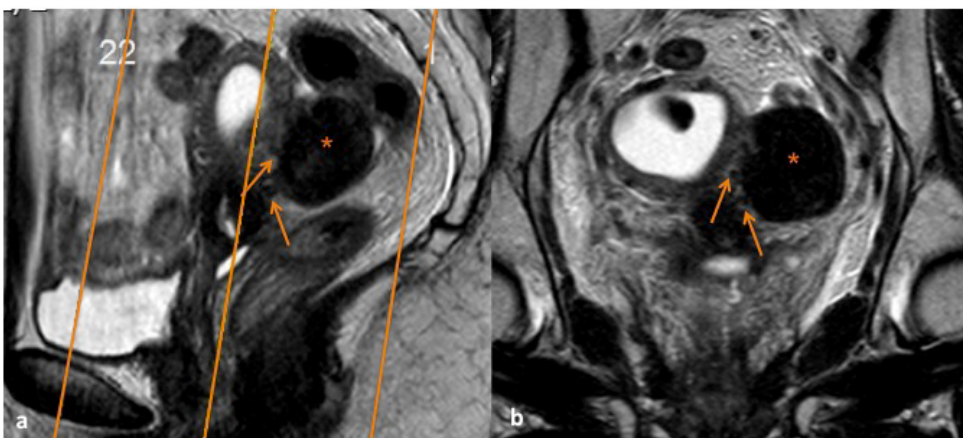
(a) Sagittal T2 de RM pélvica no qual é marcado o plano coronal do corpo do útero, paralelo ao maior eixo do corpo do útero e à cavidade endometrial (linhas) para estudo de lesão pélvica em localização superior/posterior ao útero. (b) Neste caso, o plano obtido corresponde a um plano coronal oblíquo, identificando-se um tumor hipointenso, de contorno regular, com imagens punctiformes de vazios de sinal entre a superfície do tumor e do útero adjacente (sinal da ponte vascular) (setas), em relação com leiomioma subseroso (*).
